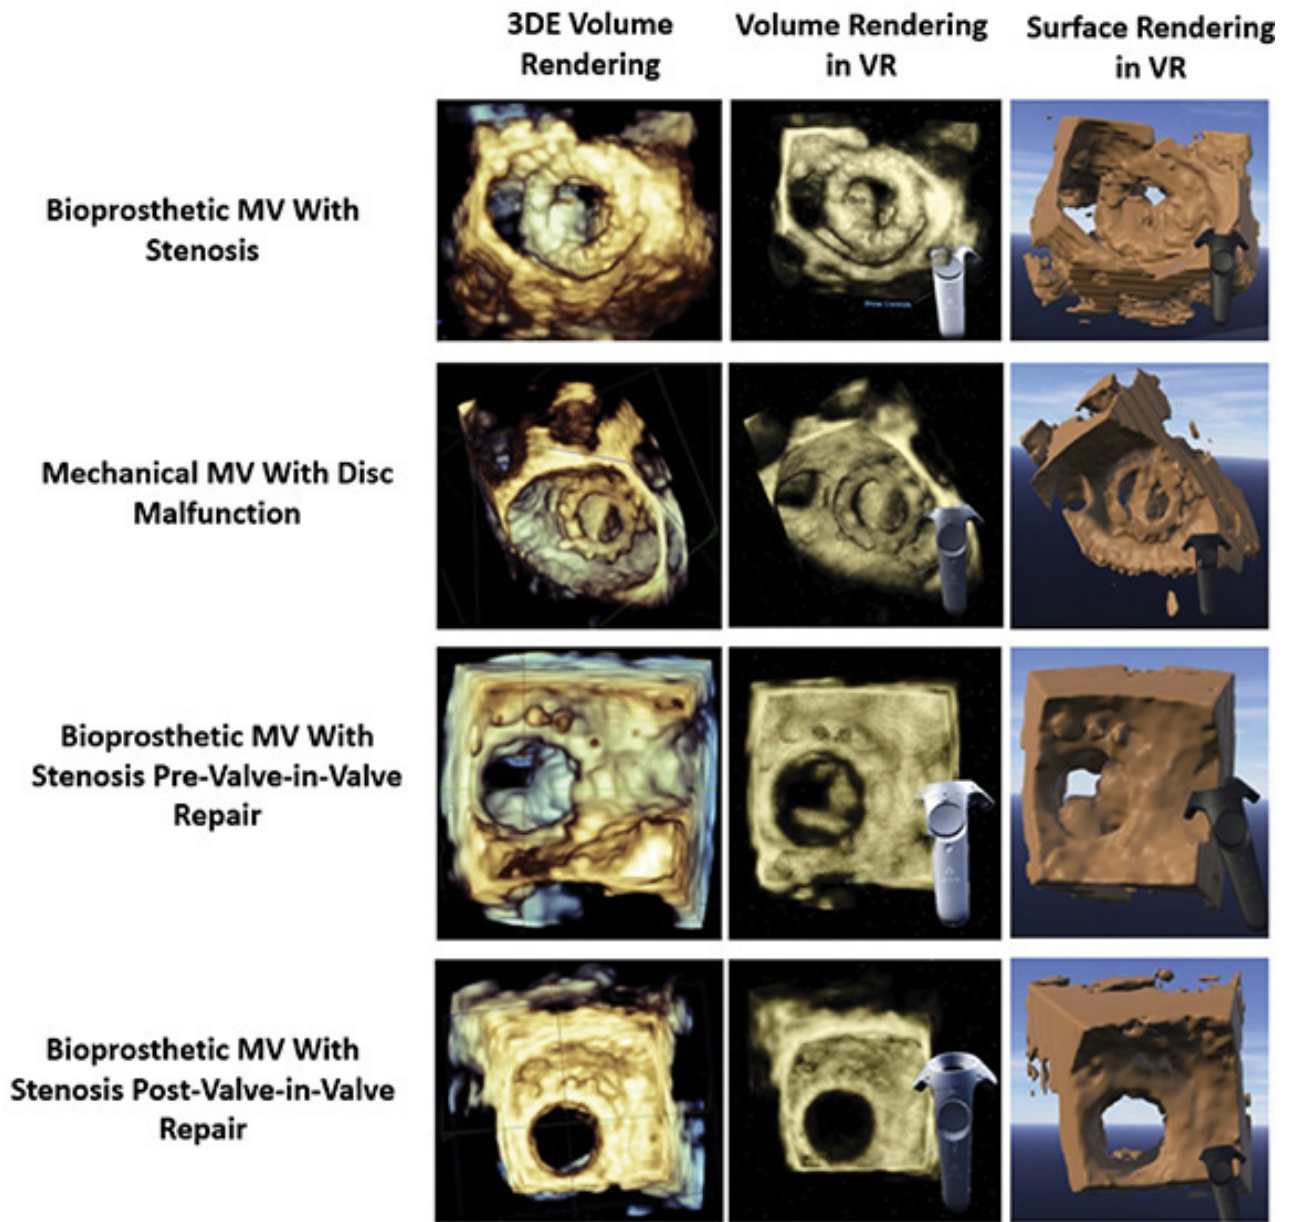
Comparación de imágenes 3DE con modelos de realidad virtual representando superficie y volumen. Cuatro casos de patología valvular mitral visualizados con ecocardiografía convencional (columna izquierda), representación de volumen de VR (columna central) y representación de superficie de VR (panel derecho).
